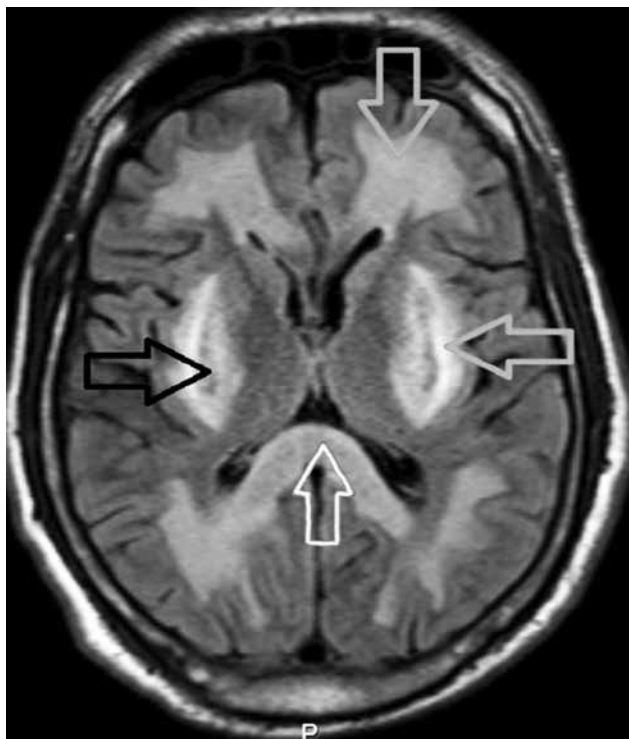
In cranial MR on day 6; Fluid attenuated inversion recovery (FLAIR) axial image shows subcortical white matter (down arrow), corpus callosum (up arrow) and basal ganglia hyperintensity (left arrow), low signal intensity bilateral putaminal foci (right arrow), consistent with putaminal hemorrhage.
